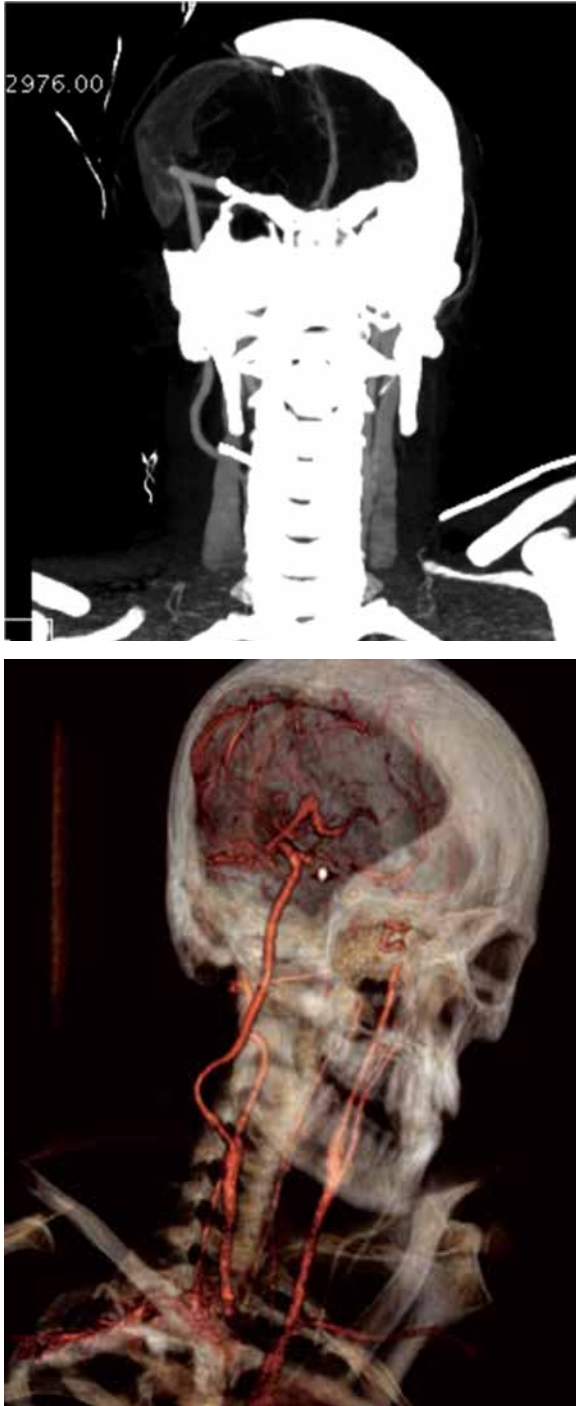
Patency of bypass showed by angiotomography.
